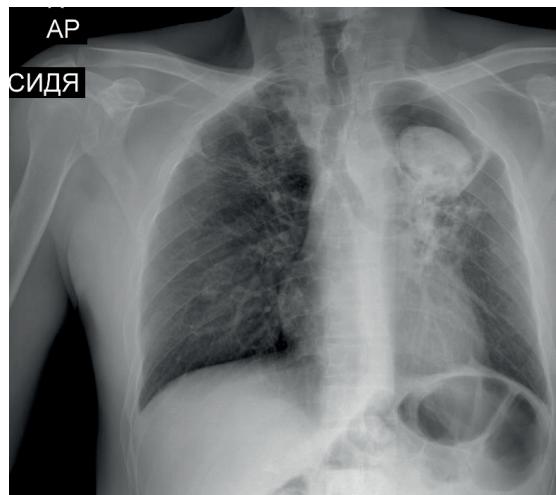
Рентгенография ОГК
